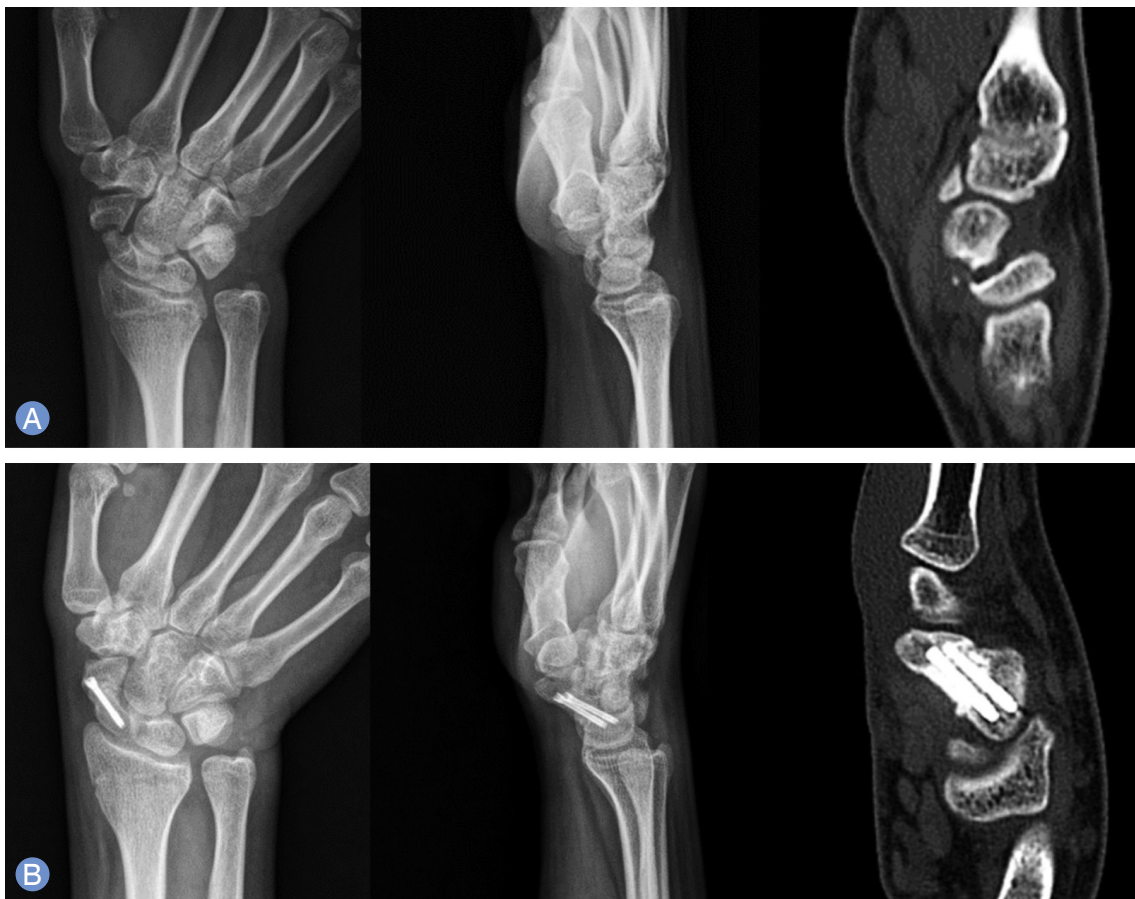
Representative case of a scaphoid waist nonunion in a 15-year-old patient with humpback deformity. (A) Preoperative radiographs and computed tomography (CT) scan in the long axis of the scaphoid. (B) Postoperative radiographs and CT scan in the long axis of the scaphoid at 2 months follow-up demonstrating union of scaphoid and correction of the deformity.
